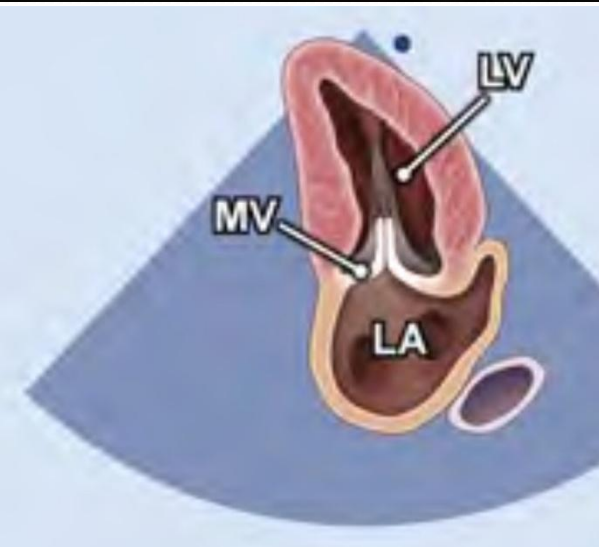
Эхокардиографические окна
